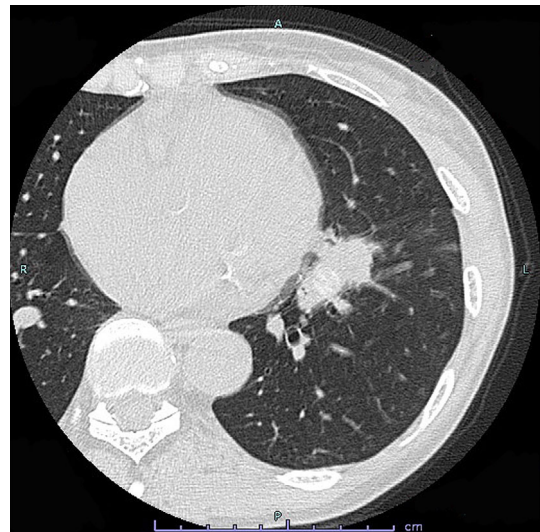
Computed tomography scan showing a solid nodule (20 mm) in the anterior segment (S⁸) of the left lower lobe.
